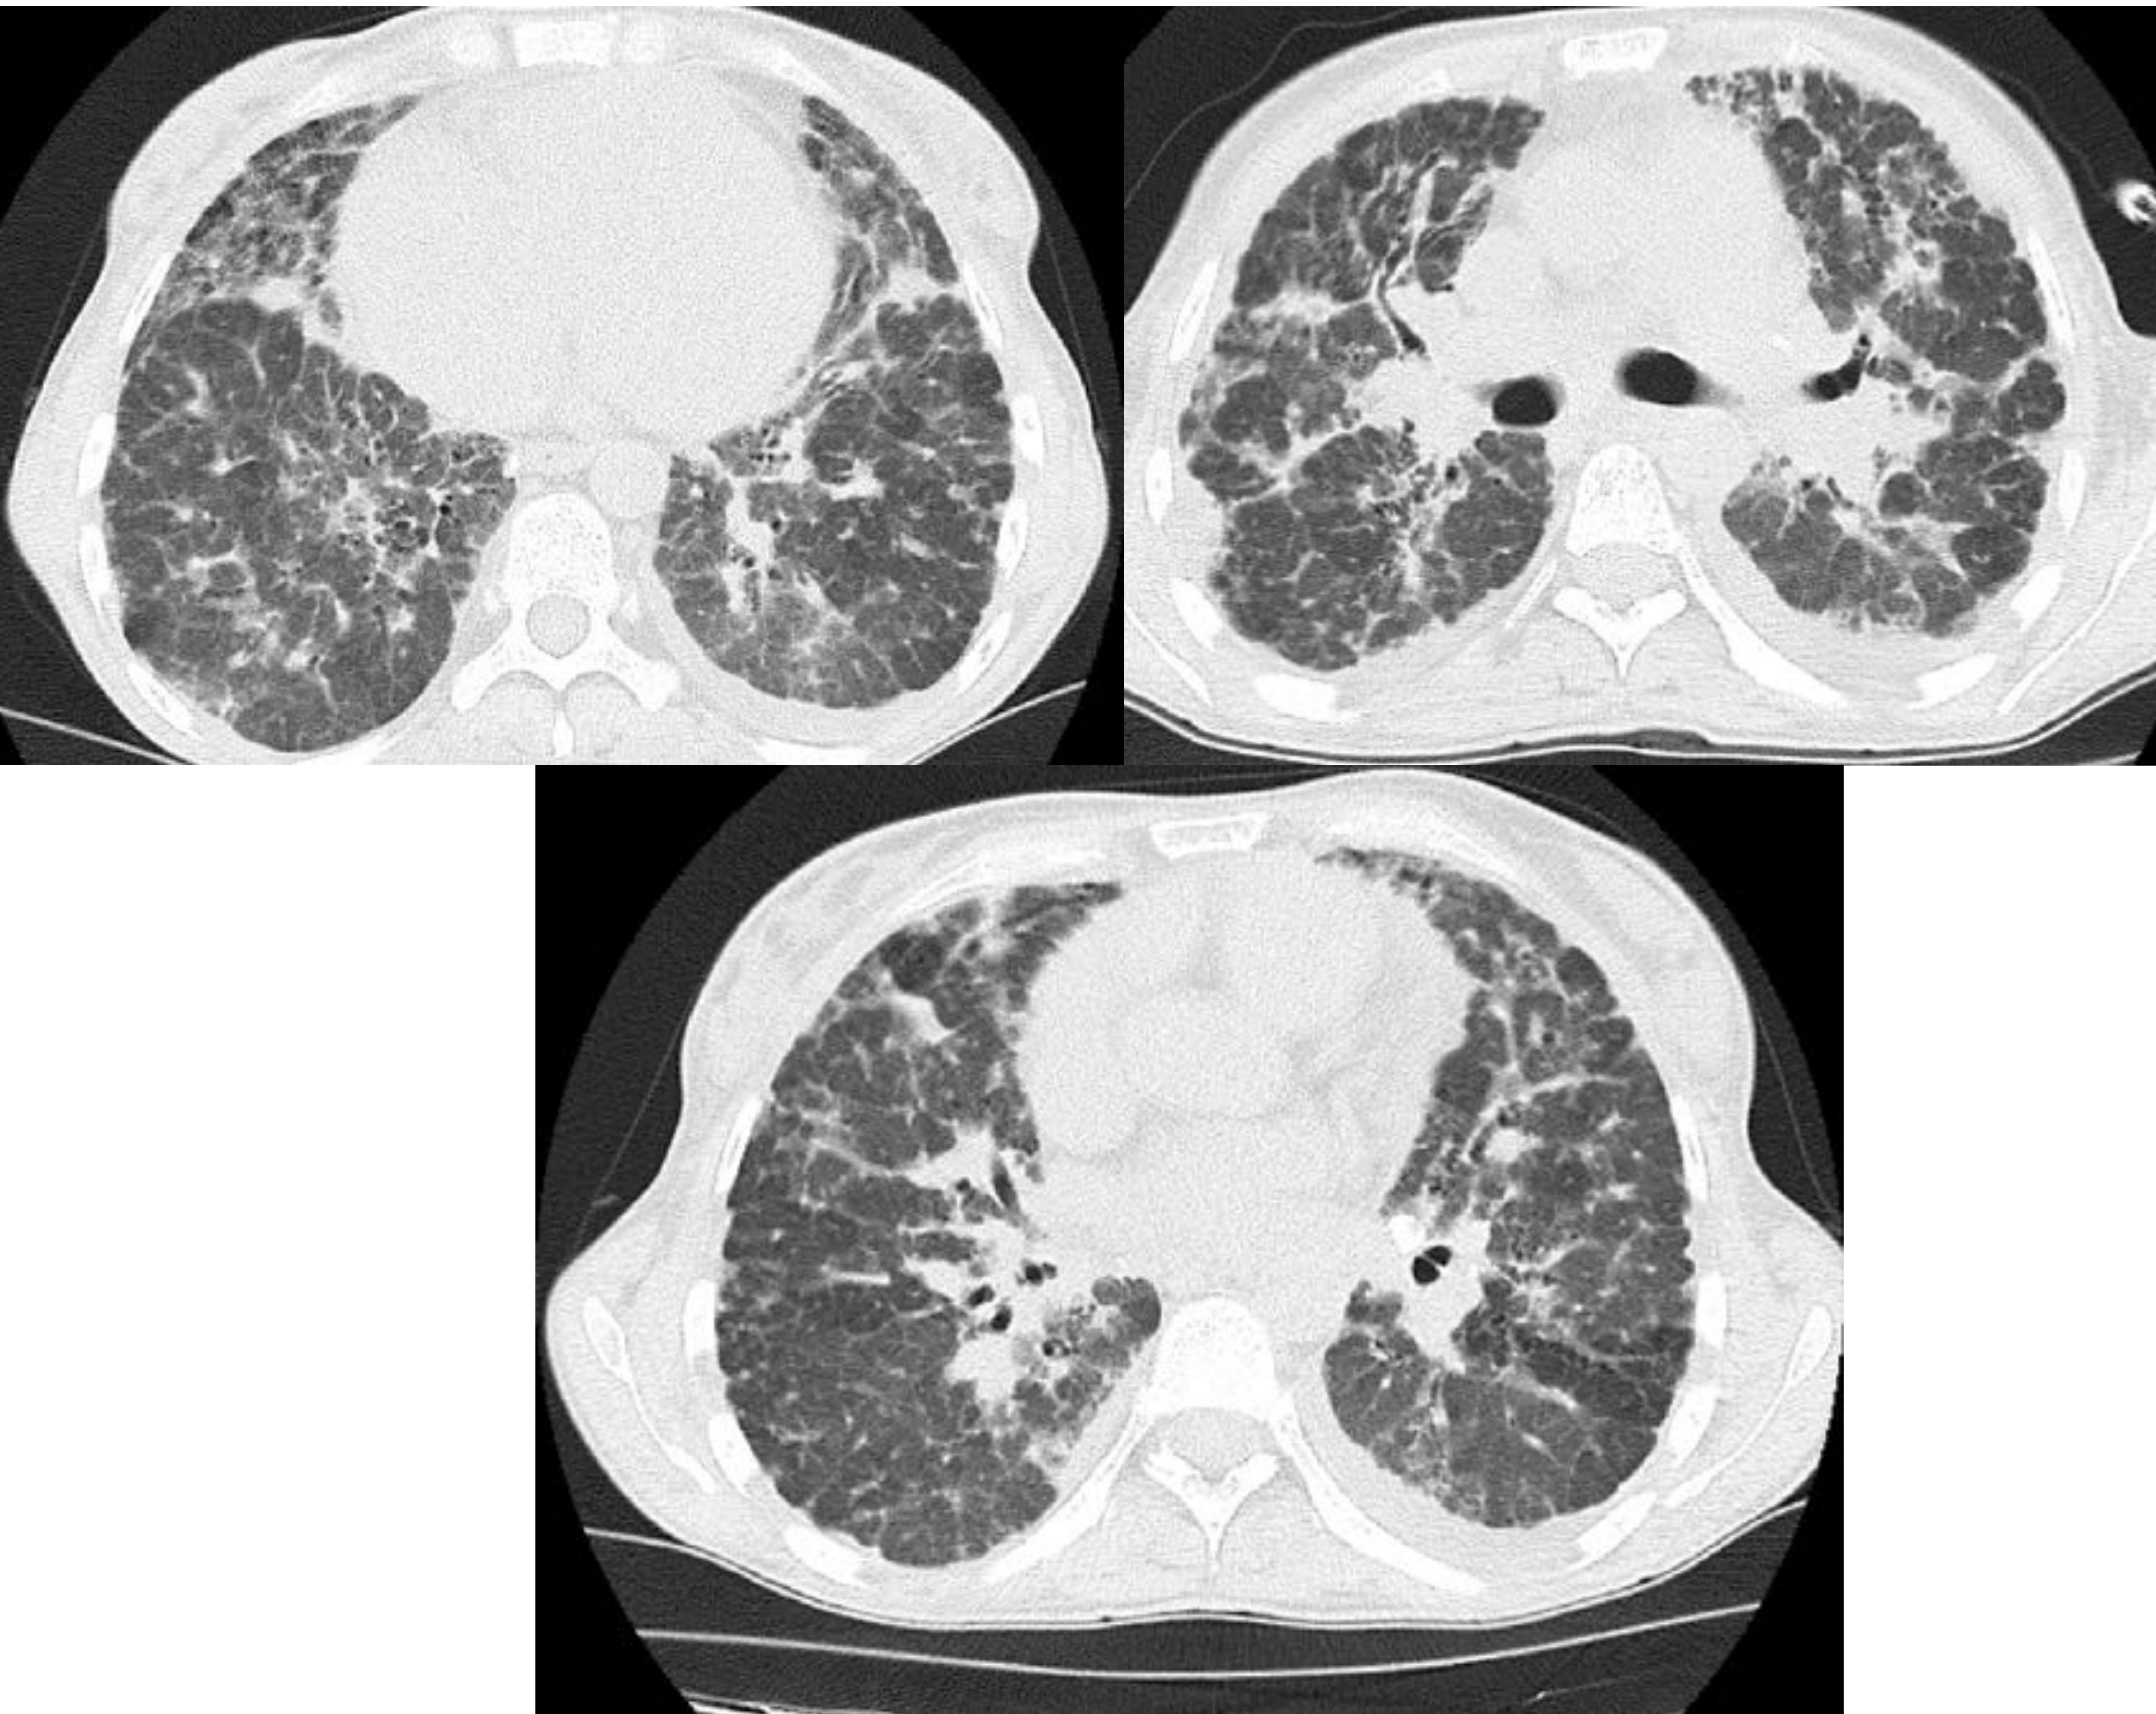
Sarcoidosis grado IV. TC con afectación pulmonar intersticial difusa muy evolucionada con amplias áreas en vidrio deslustrado, áreas de panalización, distorsión bronquial con bronquiectasias de tracción y engrosamientos septales así como algún foco parcheado de patrón en mosaico.
